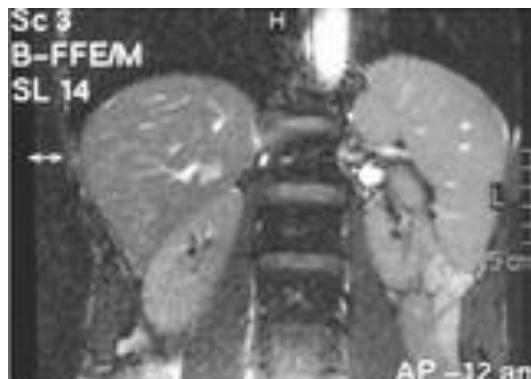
Coronal T2-weighted turbo spin echo image shows accessory spleen (arrow) is isointense with main spleen situated in adrenal localization (A). Axial T1W
